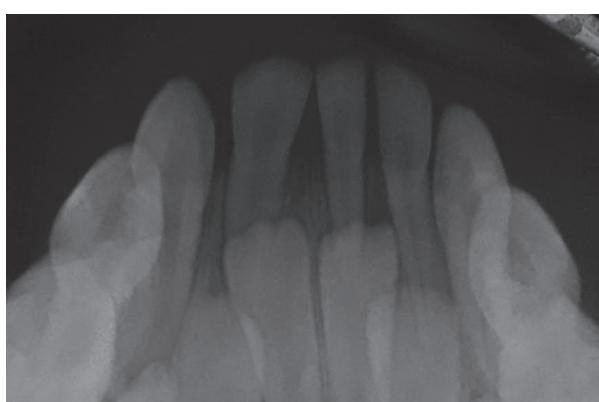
Radiografía periapical de 81-82.
